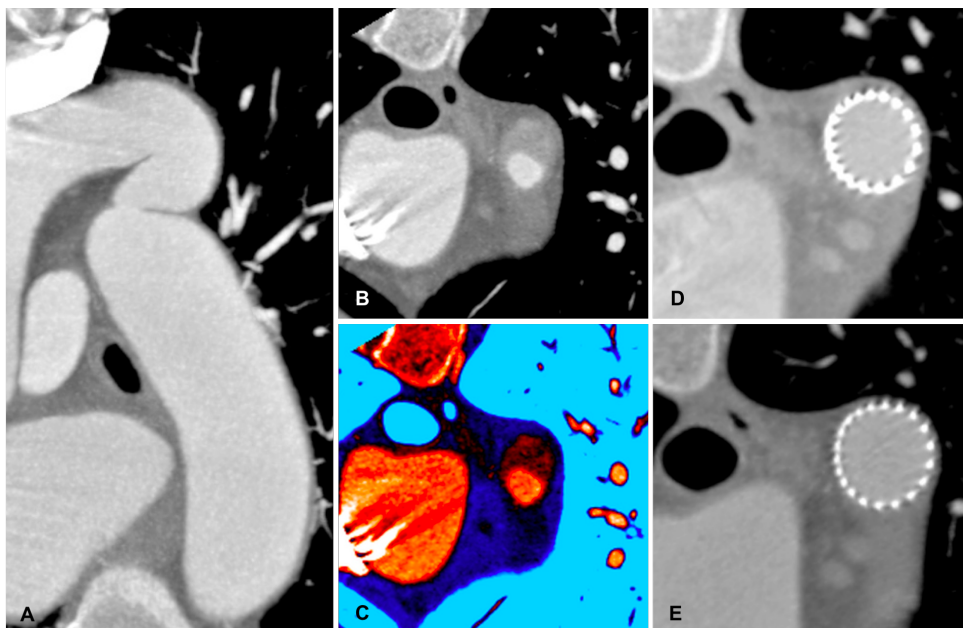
Kontrastverstärkte CT-angiographische Darstellung einer adulten Coarctation in loco typico mit poststenotischer Ektasie der Aorta descendens (A-C). Serielle Verlaufskontrollen 6 und 24 Monate nach erfolgreicher Rekonstruktion der Isthmusregion mittels stentgeschützter Angioplastie (D-E).
